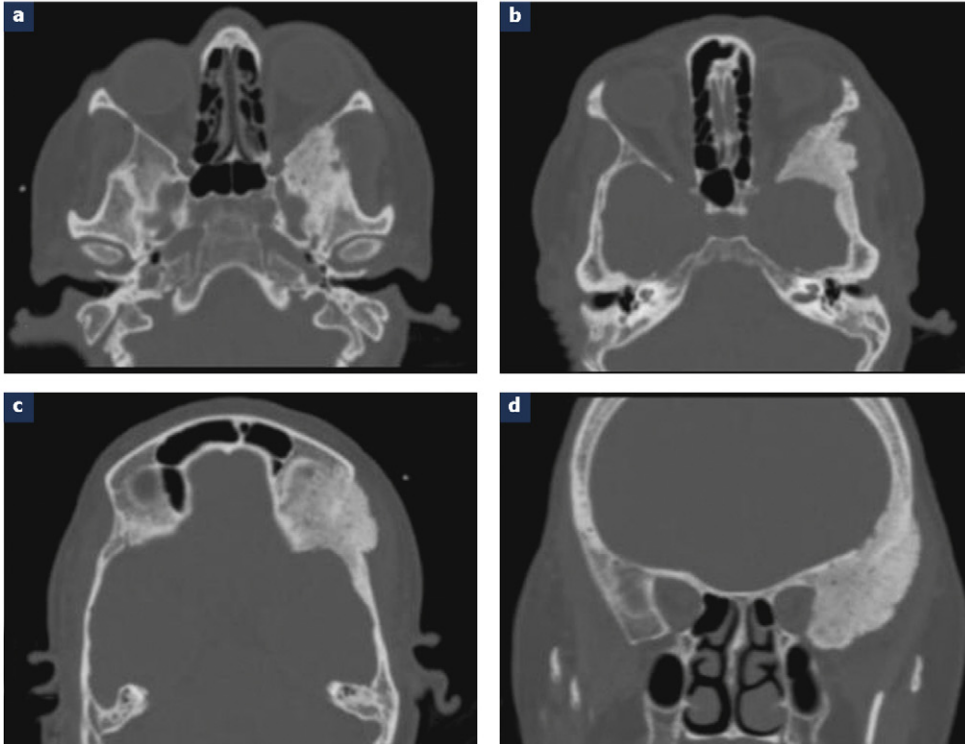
Cas 2 : TDM encéphalique centrée sur la région orbitotemporale, avant (5a) et après injection (5b, 5c), en fenêtres parenchymateuses et osseuses (6a–6d) : condensation sphénotemporo-orbitaire gauche, avec spiculation des tables internes et externes. Rehaussement méningé adjacent après injection.
